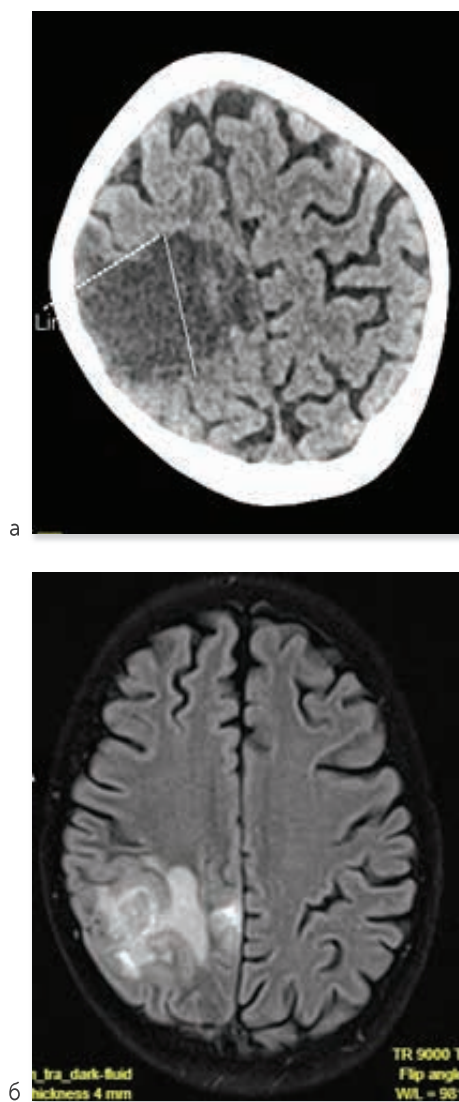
МСКТ головного мозга (3а) и МРТ головного мозга с контрастным усилением (3б)
